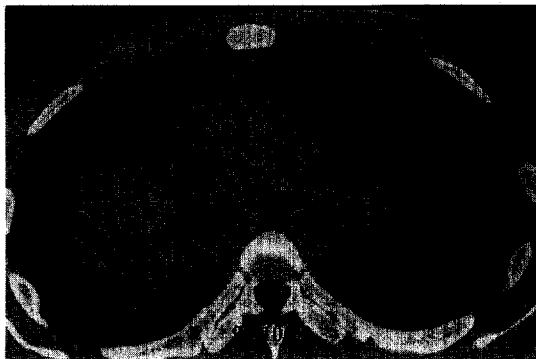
Chest CT at first admission. There are multiple, confluent, and low-density lymphadenopathies in whole mediastinum, and mass-like opacities, consolidation with air-bronchogram, and diffuse ground glass opacity at right lung field.
